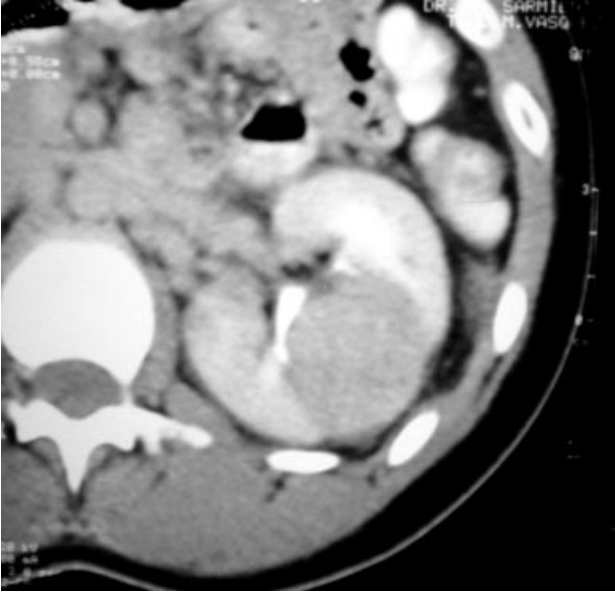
El TAC muestra masa renal izquierda.
